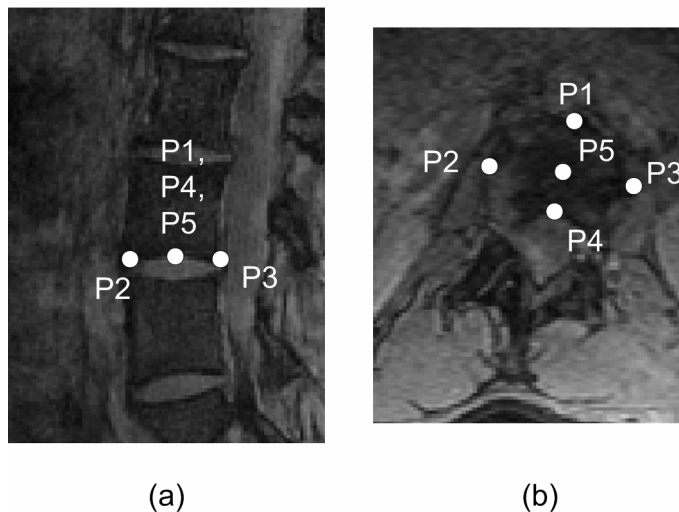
MRI in (a) sagittal and (b) reconstructed axial view with 3 anatomical landmarks identified on different views. P1 is the anterior point on the inferior endplate (PlatInfAnt), P2 is left point on the inferior endplate (PlatInfL), P3 is the right point on the inferior endplate (PlatInfR). P4 is the posterior point on inferior endplate (PlatInfPost) and P5 is the center of the inferior endplate (PlatInf Cent). The same points are identified on the superior endplate for a total of 10 points per vertebra.
